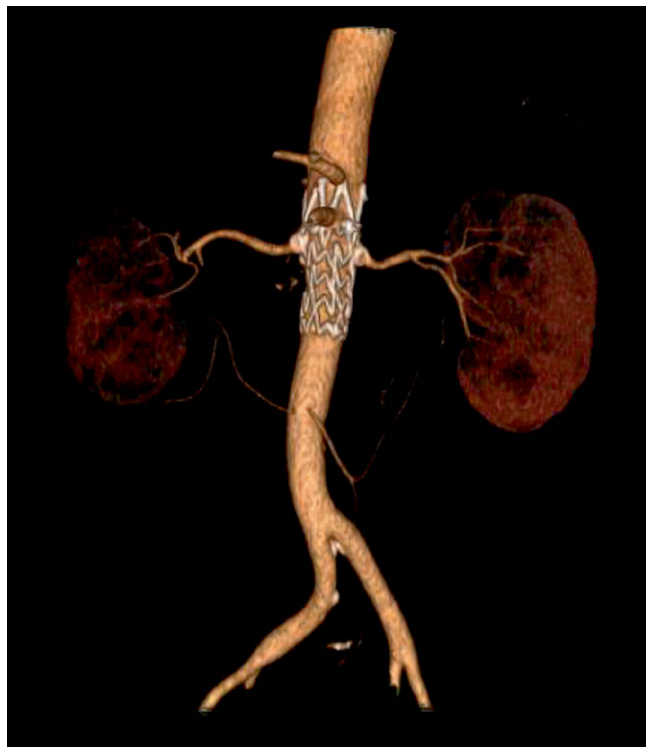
Контрольная МСКТ-ангиография, 3D-реконструкция через 1 месяц после операции
